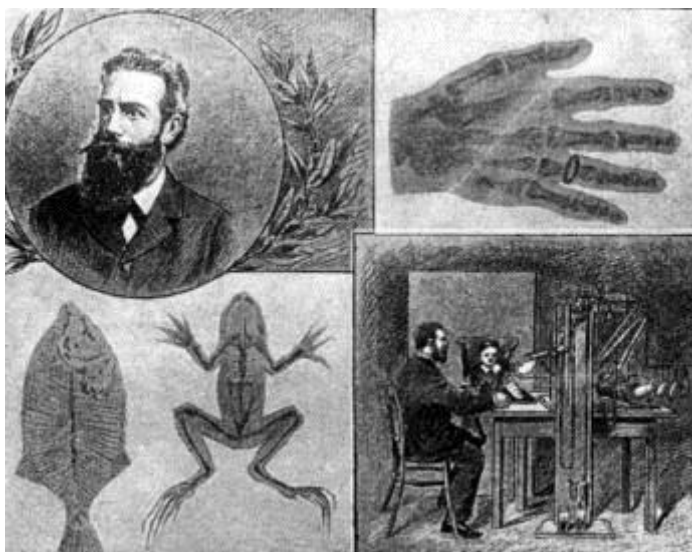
Primeras Radiografías
